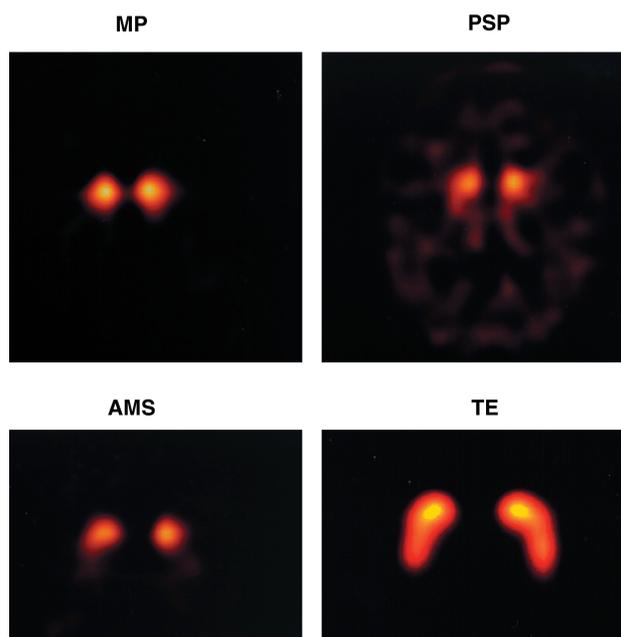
Lo studio PET o SPECT con il trasportatore della dopamina permette di evidenziare i terminali nigrostriatali nel corpo striato. L'esame consente di distinguere la malattia di Parkinson (MP) dal tremore essenziale (TE, in cui non vi è danno dopaminergico), ma non da altre sindromi parkinsoniane, quali la malattia di Steele-Richardson-Olszewski (PSP) o l'atrofia multisistemica (AMS).
